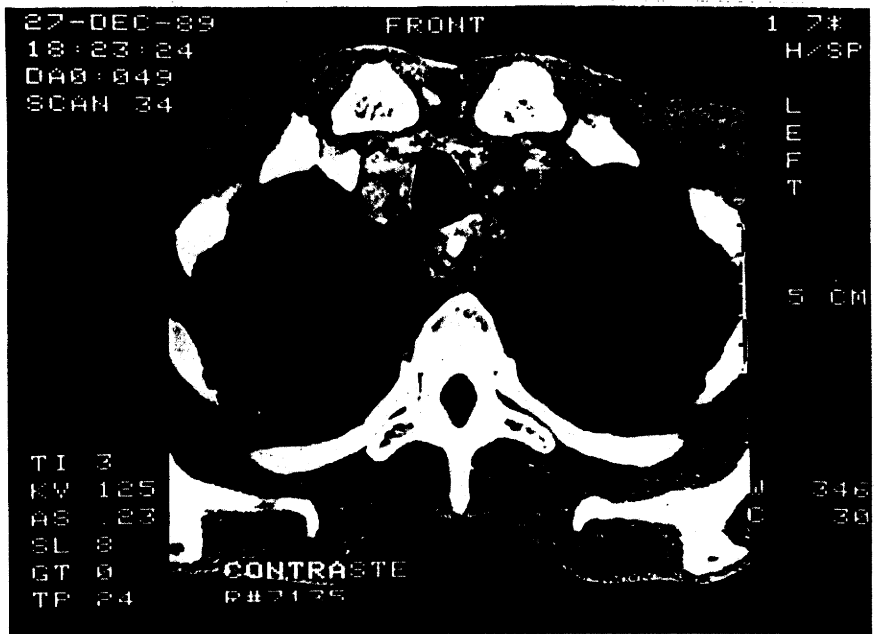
TAC de mediastino não magnificada com janela de amplitude entre 400-600 HU e janela central de 30 HU
